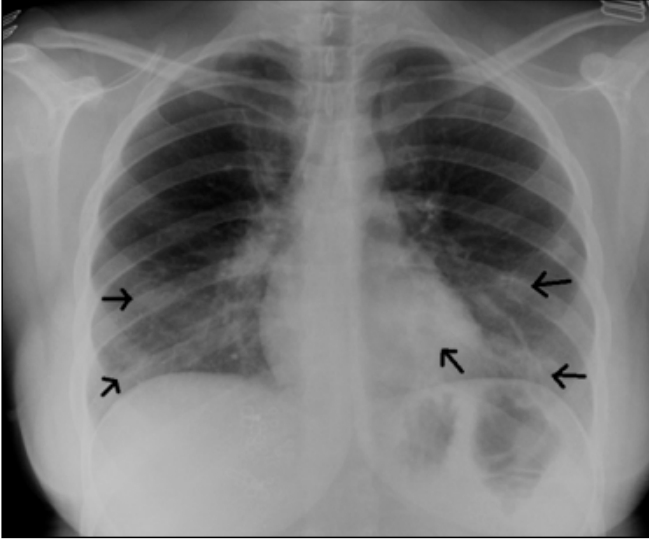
Posteroanterior chest radiography of a 17-years old female patient with COVID-19 showing bilateral patchy infiltrations with peripheral and middle-lower zone distribution on the day of symptom onset. Arrows show patchy shadows.
